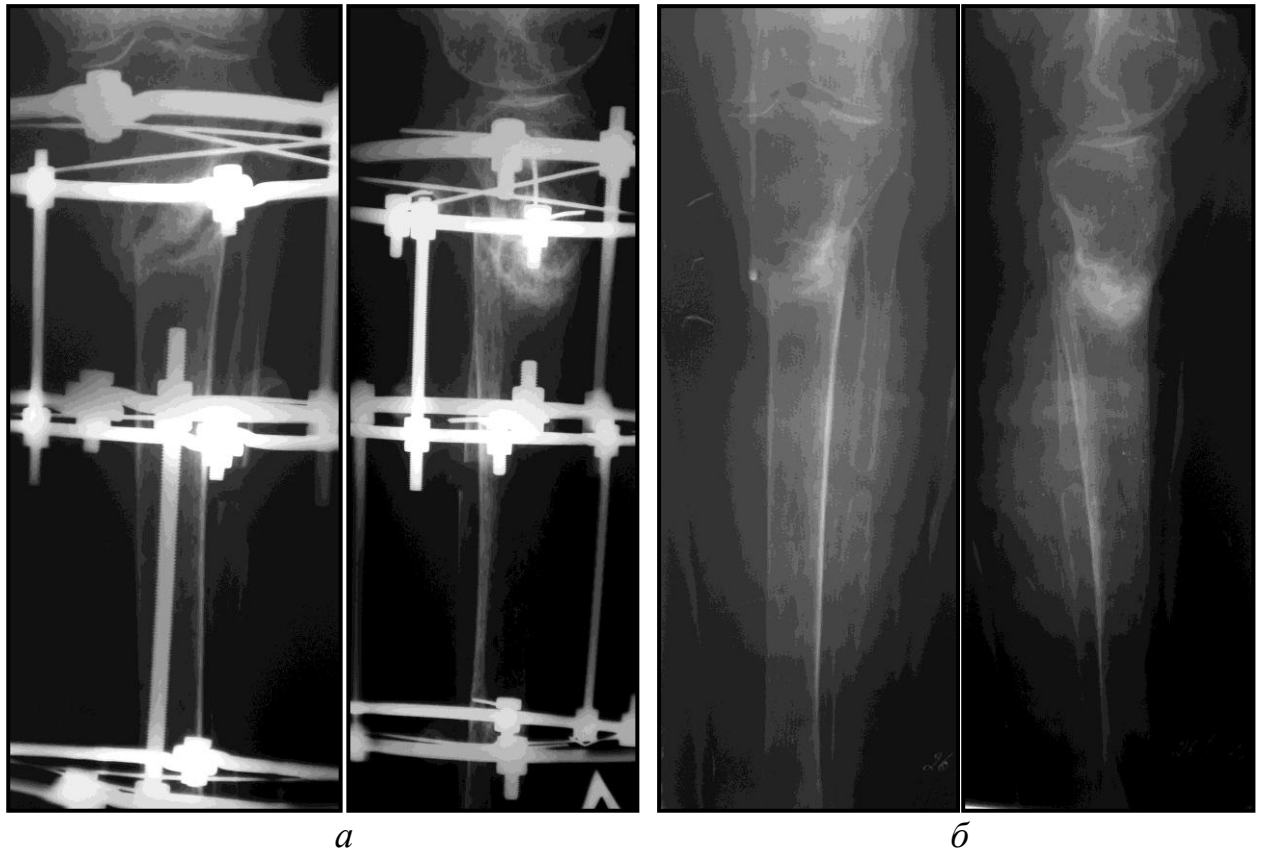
Рентгенограммы той же больной.
